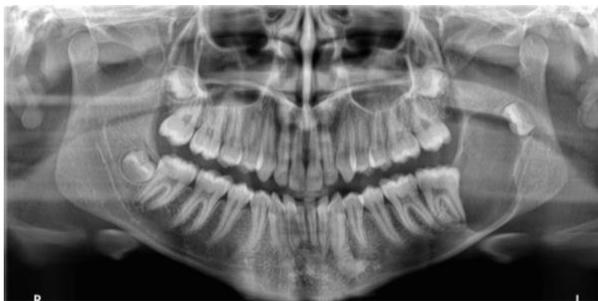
Radiografia panorâmica inicial. Fonte: Autores, 2024.
